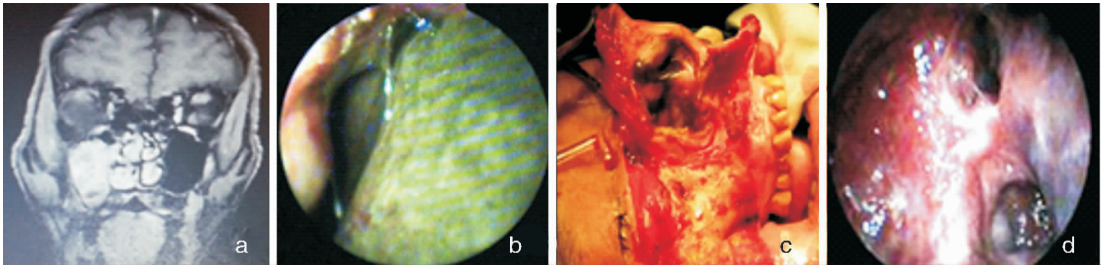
典型病例 2 患者影像学资料 a:术前 MRI;b:术前鼻内镜像;c:上颌骨切除术中;d:术后 3 个月鼻内镜复查
